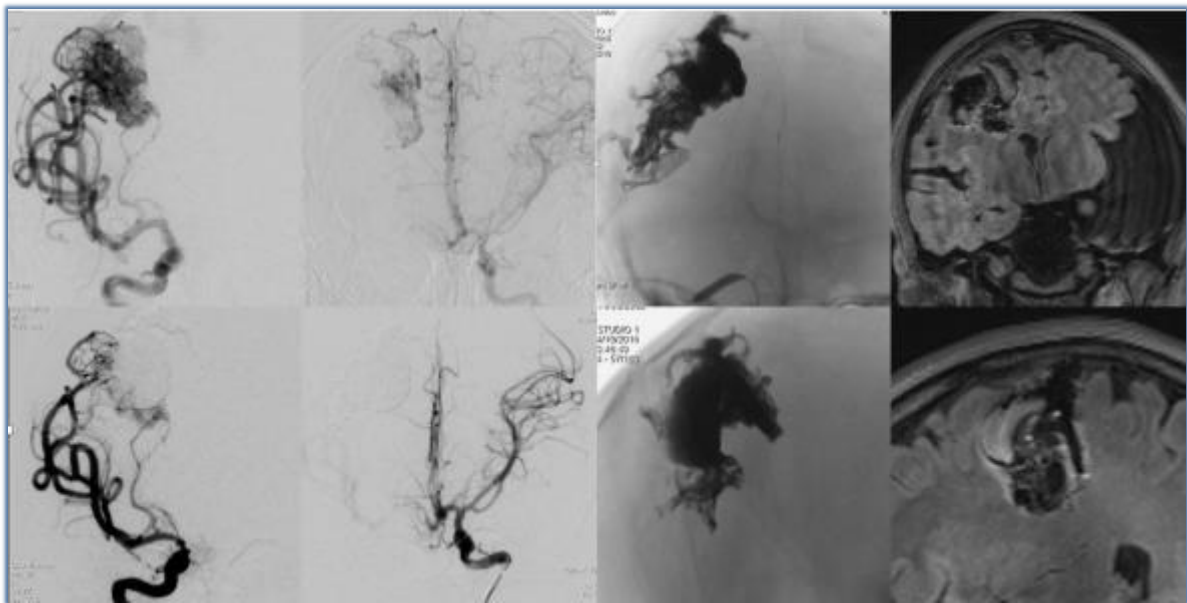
De izquierda a derecha: angiografías pre y post embolización de cada eje carotídeo. Obsérvese la disposición redondeada del líquido embolizante. Sin sustracción digital y con balón insuflado se continuó la inyección de Onyx. A la derecha: corte coronal y sagital en secuencia FLAIR donde se aprecia MAV embolizada, no embolizada y pequeño hematoma adyacente.
